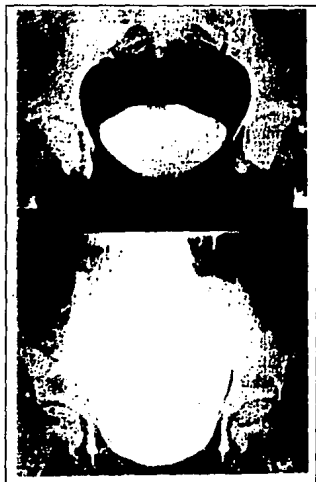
Radiografías contrastadas. Arriba, vejiga normal y Abajo, vejiga neurogénica.
